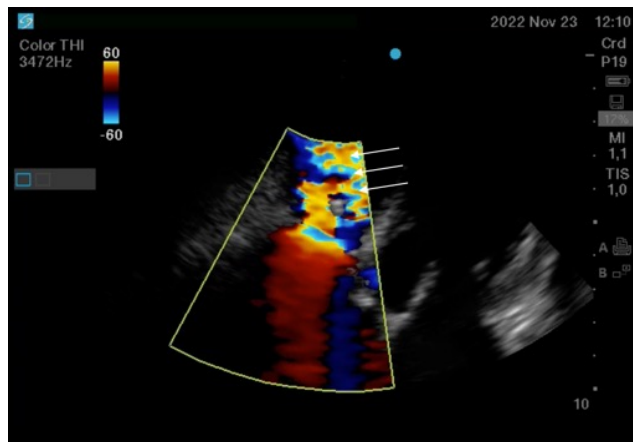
ETT, aproximación apical de 4 cámaras, modo Doppler color en diástole. Estenosis tricuspídea (flechas).
